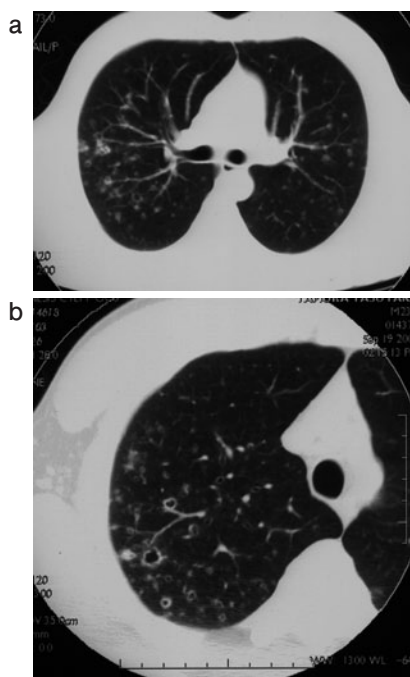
症例2：初診時のCT画像。(a) 初診時のCT画像。両側に気管支周囲，小葉中心性の粒状・結節性陰影を認める。一部は囊胞化している。(b) 初診時のHRCT画像。粒状・結節陰影の囊胞化も散見する。
